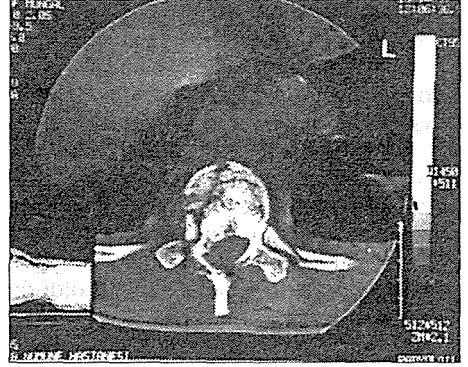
Ameliyattan öncesi bilgisayarlı tomografisi.
